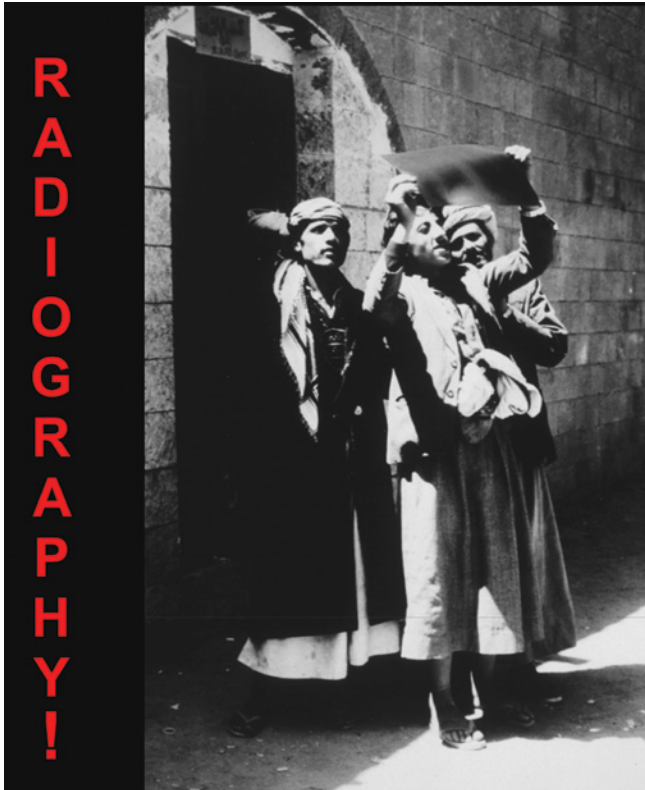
Conventional radiography should always be the first imaging technique to evaluate accurately the joint pathology
